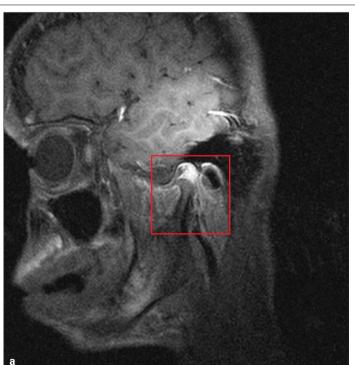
MRT vor Behandlungsbeginn, Schlussbiss, sagittal links.
